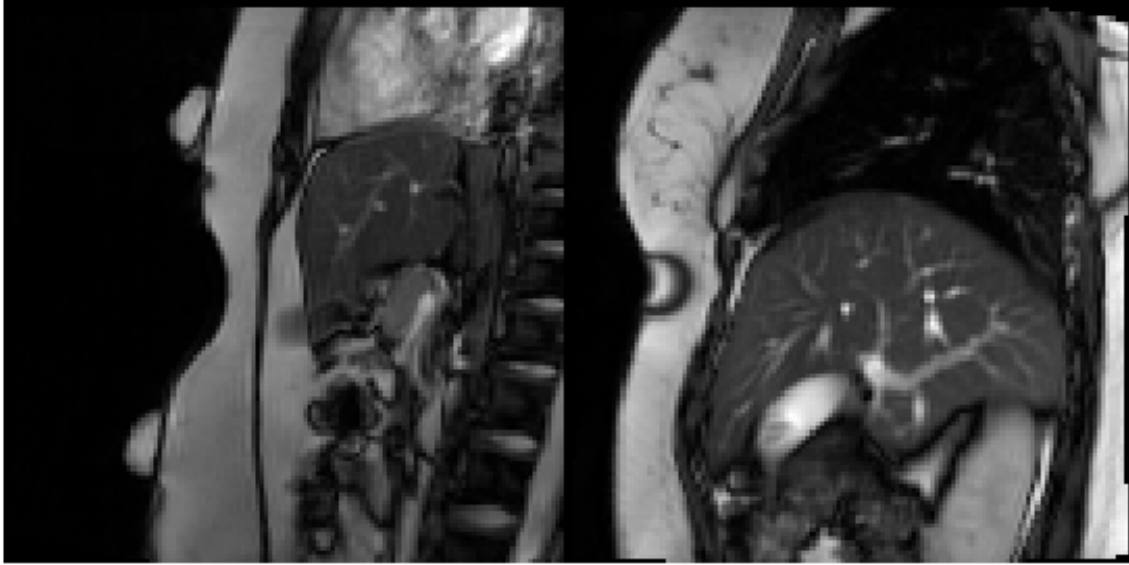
Exemple des images IRM obtenues avec la réplique de la sonde placée sur le volontaire. À gauche, le plan sagittal ; à droite, le plan parasagittal sur le poumon droit. On note la déformation à la surface du patient due à la pression exercée par la réplique de la sonde.
